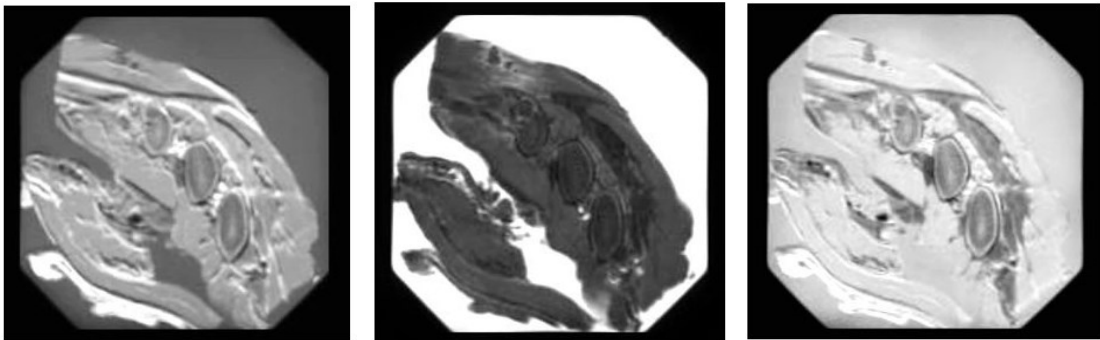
Imágenes por RM obtenidas de una muestra constituida por carne porcina, utilizando los parámetros de contraste clásicos (T1; T2; DP). a) Imagen T1 con  $TR=500$  ms y  $TE=15$  ms. b) Imagen T2 con  $TR=300$ ms y  $TE=120$ ms. c) Imagen DP con  $TR=1.500$ ms y  $TR=20$  ms.
